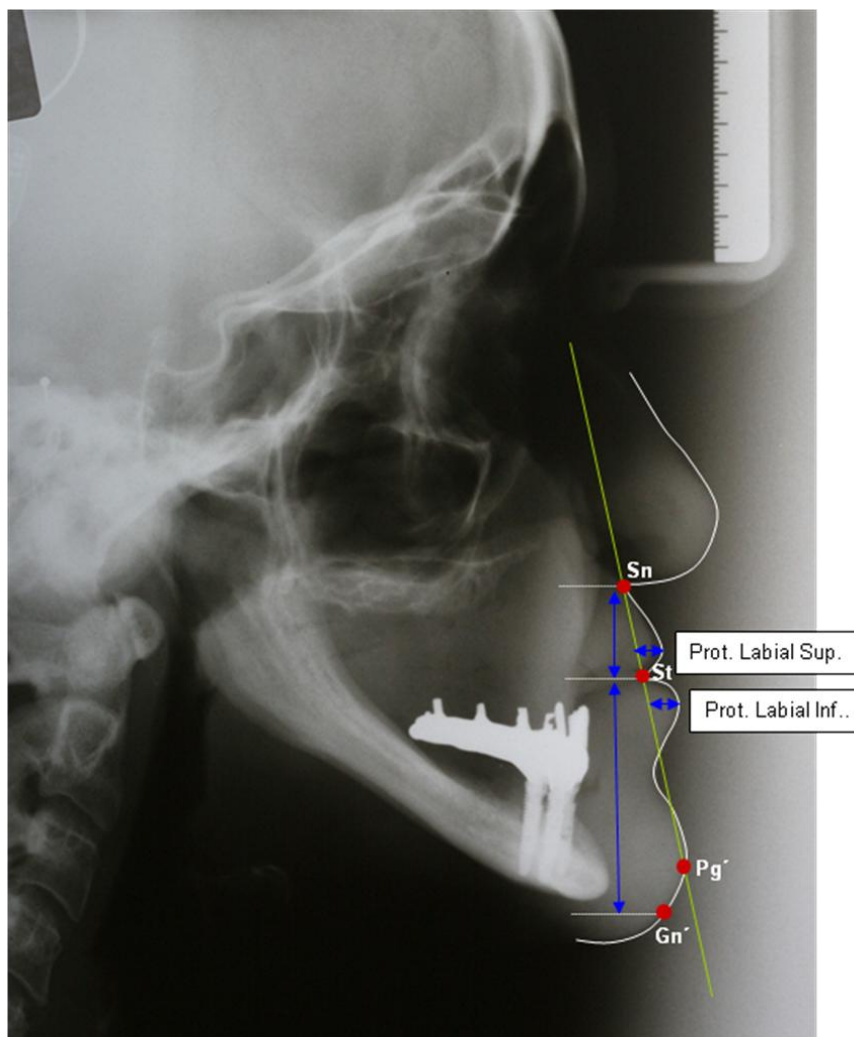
Telerradiografia de perfil mostrando análise de Burstone.
